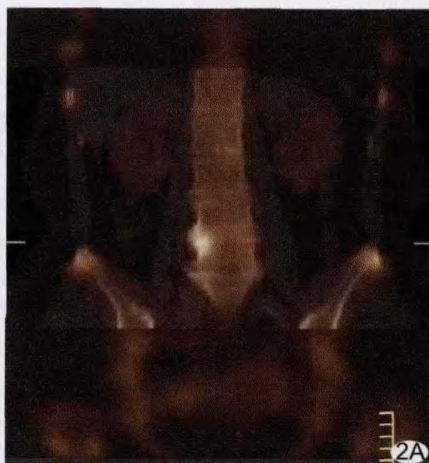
肺癌患者,SPECT/CT 融合骨显像示 L4,5 右前缘异常放射性浓聚部位骨质增生、退变,诊断为良性病变
